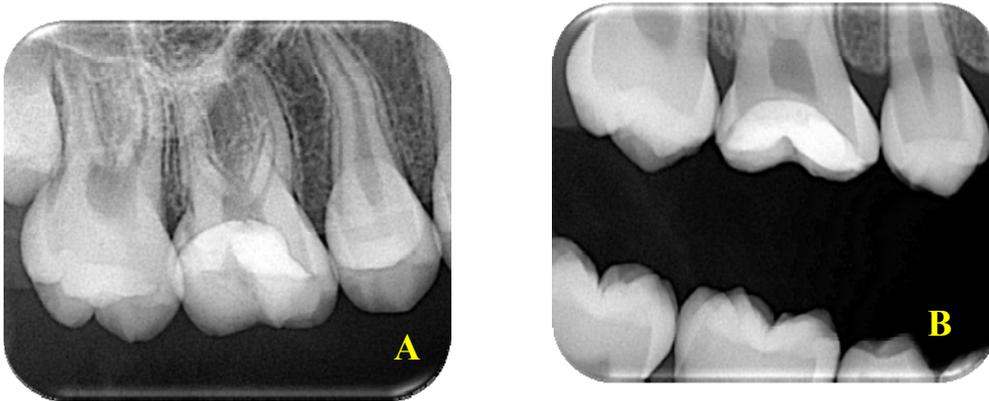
A) Radiografía periapical control 1 año B) Radiografía coronal control 1 año
